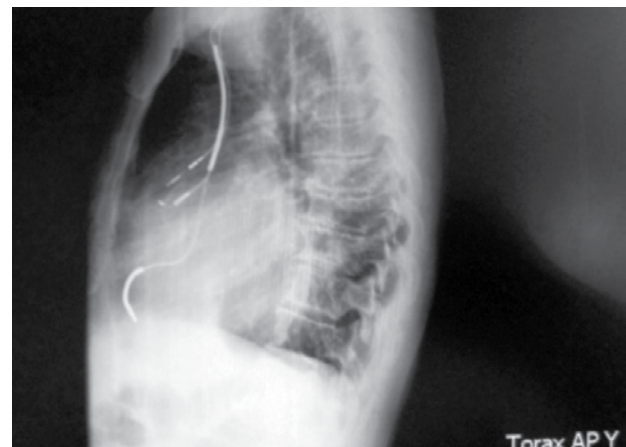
Radiografía de tórax. Proyección lateral
